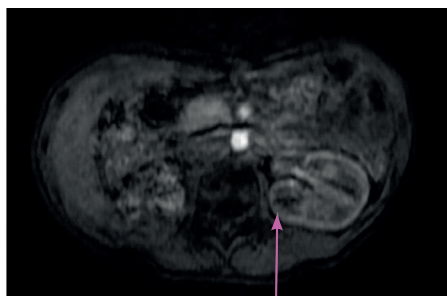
МРТ ОБП (после окончания специфической терапии). В проекции ложа удаленной правой почки патологические образования не определяются. Левая почка — с пострезекционными изменениями
